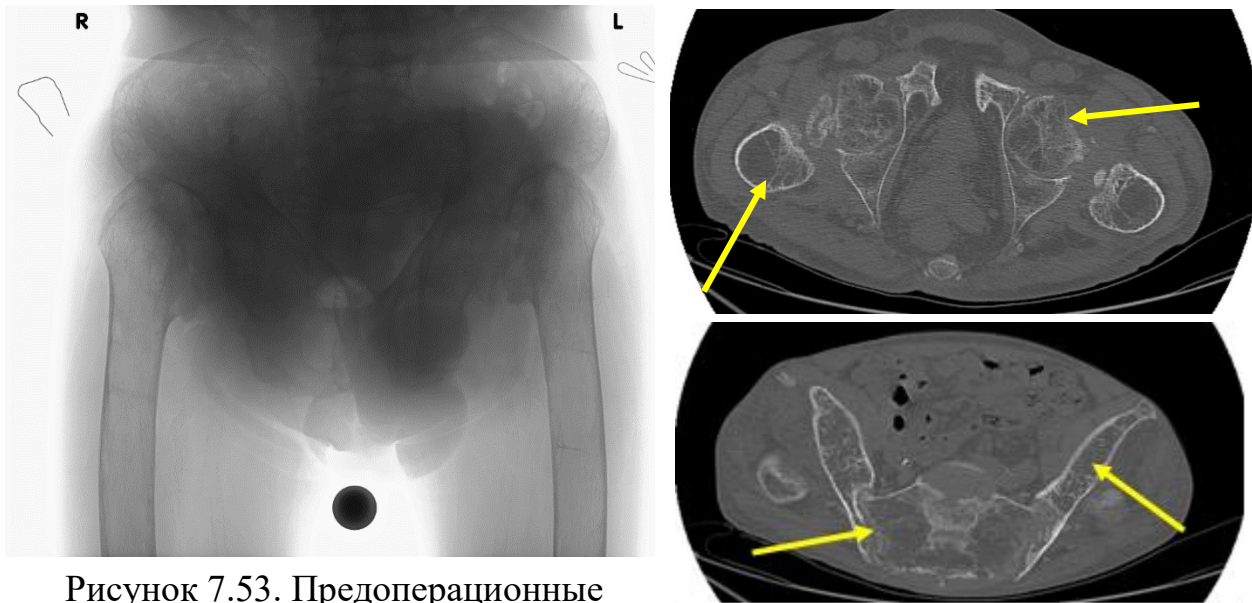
Предоперационные рентгенограммы и МСКТ таза с тазобедренными суставами: а – обзорный снимок таза;
